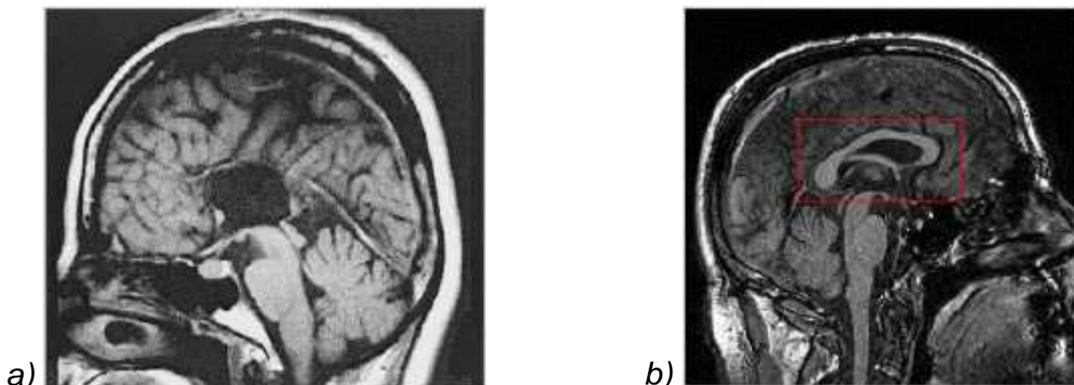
a) IRM d'une section sagittale de l'encéphale : ACC totale et isolée (Midorikawa *et al.*, 2006) ;
